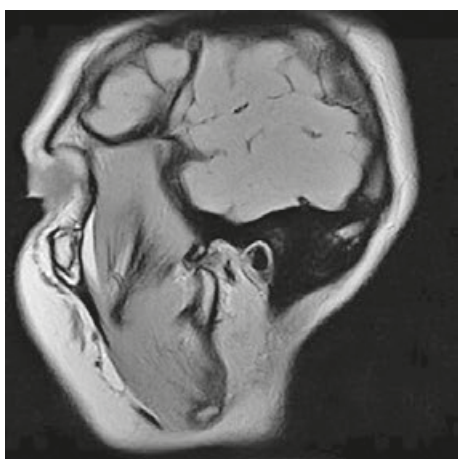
Магнітно-резонансна томограма лівого боку скронево-нижньощелепного суглоба
